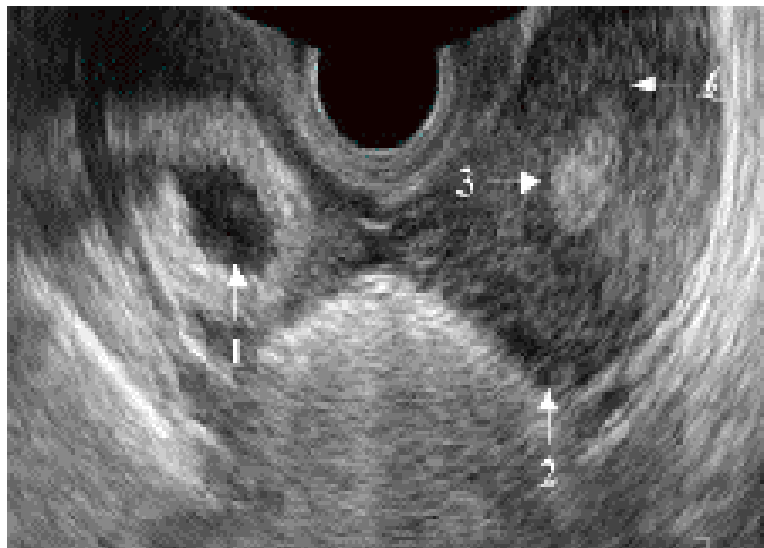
Imagen de ultrasonido transvaginal de embarazo ectópico tubárico no roto sin embrión visible. Las flechas, 1: Vesícula embrionaria. 2: Fondo uterino. 3: Cavidad endometrial vacía. ⁽²³⁾
